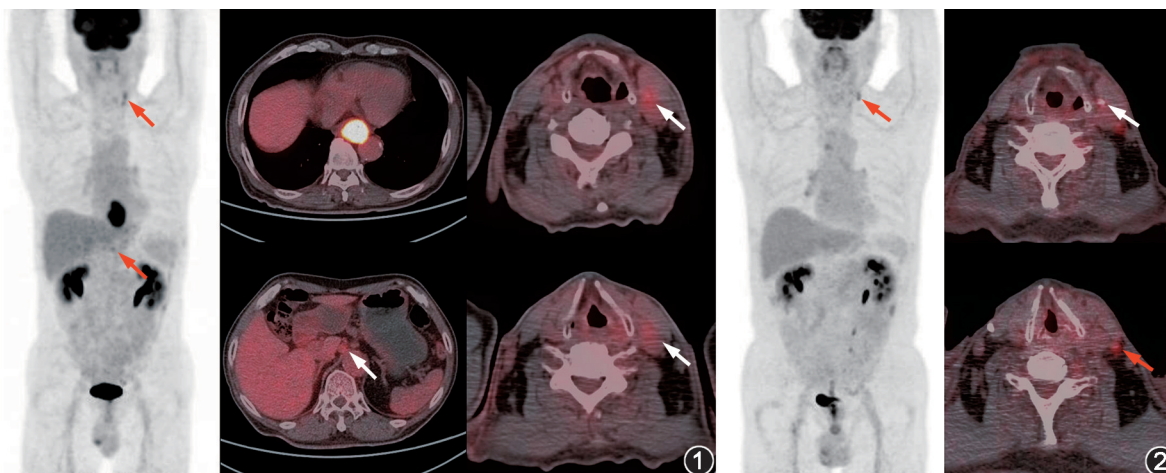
食管癌患者 (男, 67 岁) 2021 年 6 月 ¹⁸F-FDG PET/CT 显像图 可见食管下段代谢增高肿物, SUV_{max} 15.8; 另见肝胃间隙、左侧颈深部 (Ⅲ~Ⅳ区) 代谢轻度增高淋巴结 (箭头示), SUV_{max} 3.8 图 2 同一患者 2022 年 2 月 ¹⁸F-FDG PET/CT 显像图 食管术区未见异常; 左颈深部淋巴结较前代谢减低, 可见钙化 (白箭头示); 另见左颈后区 (颈内静脉后方) 代谢增高淋巴结 (红箭头示)
